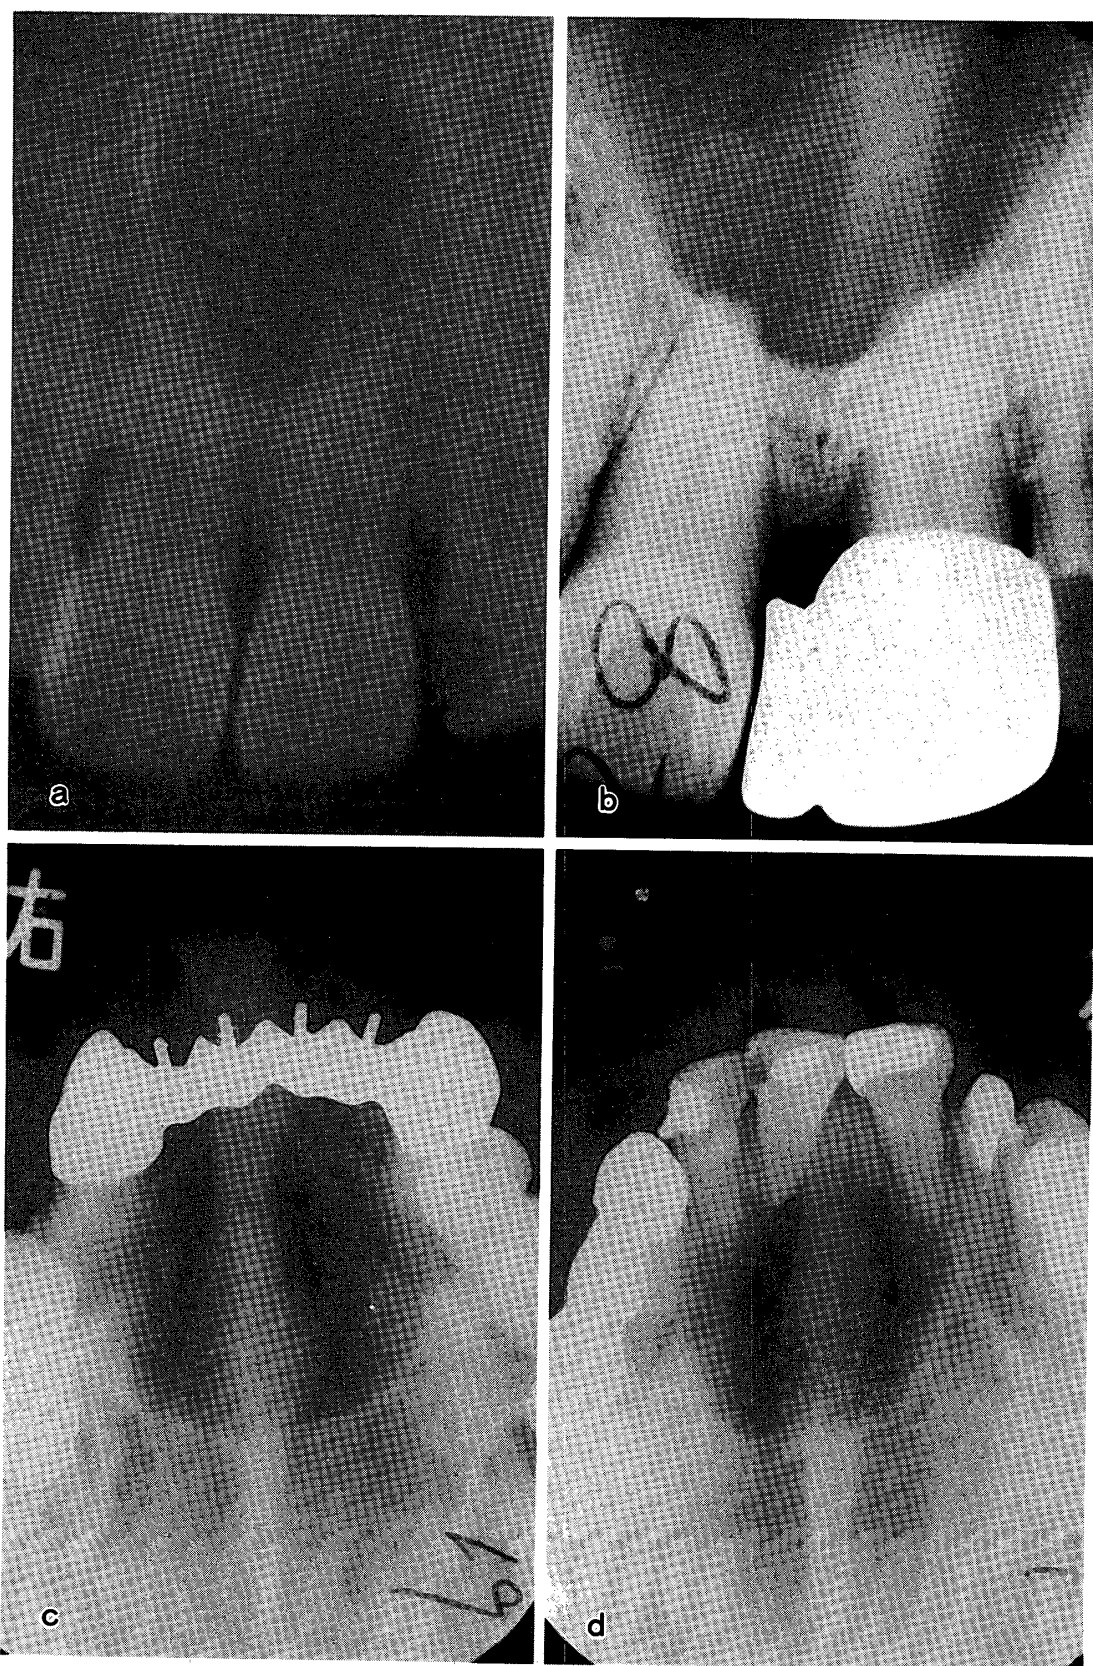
鼻口蓋管嚢胞の4例 (a, b: デンタル写真で認められた鼻口蓋管嚢胞の2例である。境界明瞭な円形あるいはハート型のX線透過像を呈する。周囲は一層のX線不透過像によって取り囲まれている。隣接する歯牙の歯根は歯根膜腔と歯槽硬線によって囲まれており、嚢胞と無関係であることがわかる。c, d: オクルーザル写真に現れた鼻口蓋管嚢胞の2例である。デンタル写真と同様の所見を示す)。
